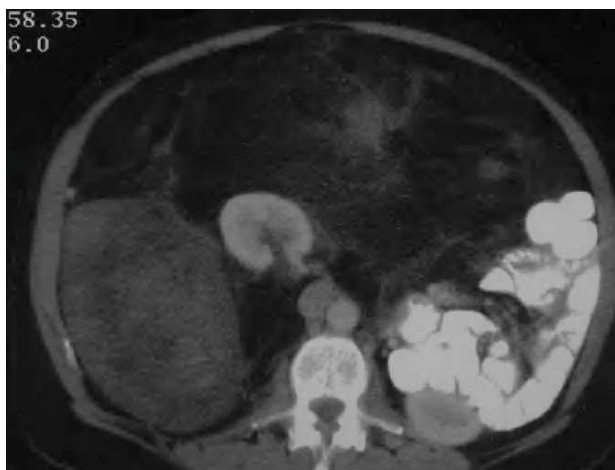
Tomografía axial transversal de la misma masa tumoral.
